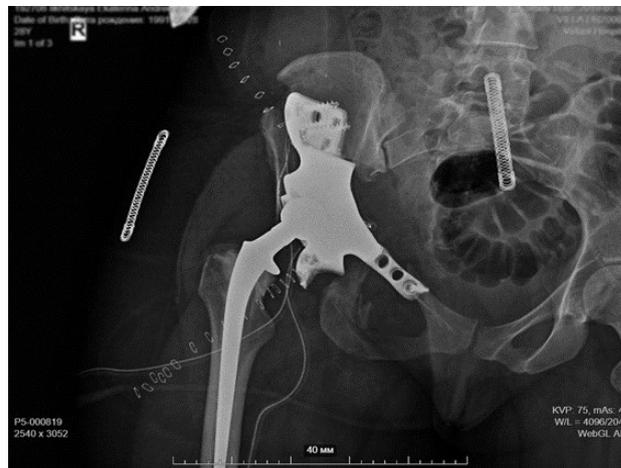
Рентгенография после хирургического лечения и индивидуального эндопротезирования таза и тазобедренного сустава пациентки Л.
